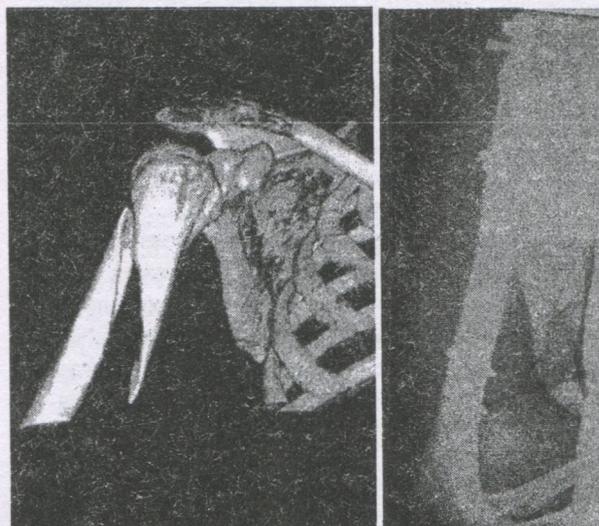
Рентгенограмма пациента К. до и после операции интрамедуллярного остеосинтеза.
